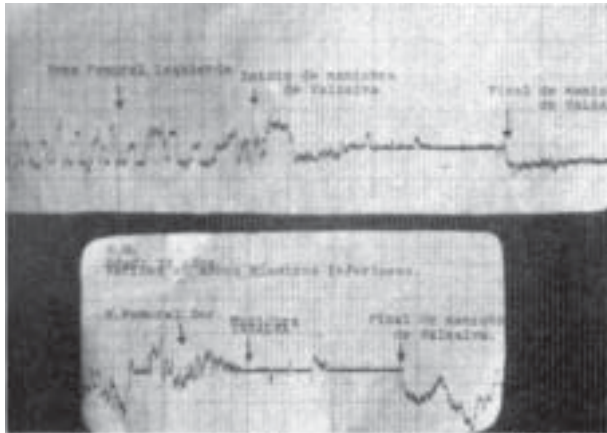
Señal de Doppler que evidencia la competencia valvular venosa a nivel de las venas femorales derecha e izquierda. Obsérvese la espontaneidad, su relación con la respiración y la desaparición de la señal con la maniobra de Valsalva.
